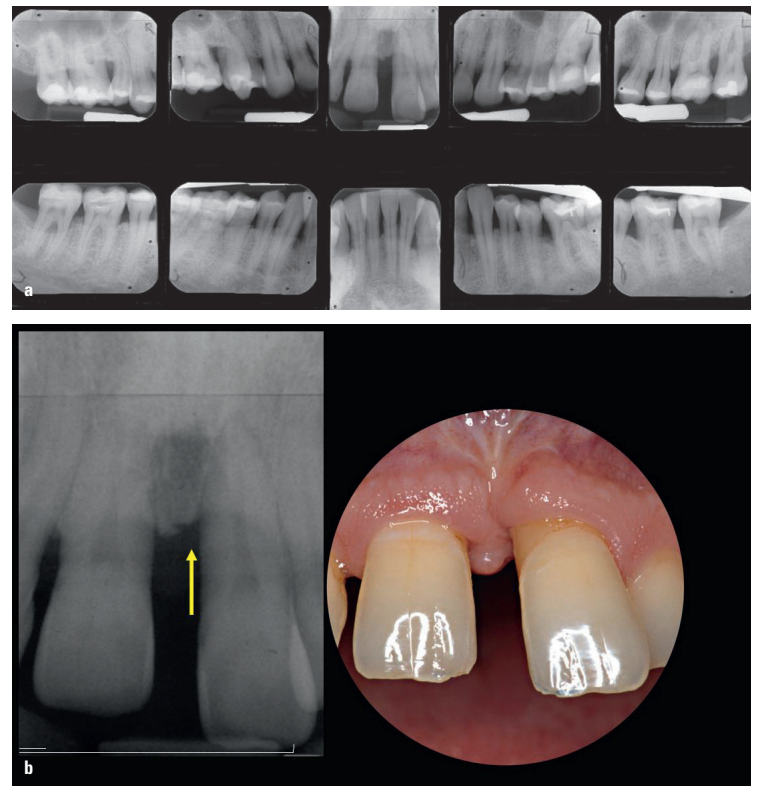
Der Röntgenstatus zeigt die Knochenverhältnisse; an den Frontzähnen liegt ein großer Knochendefekt vor (a). Die Distanz des interradikulären Knochens ist vergrößert (b).
